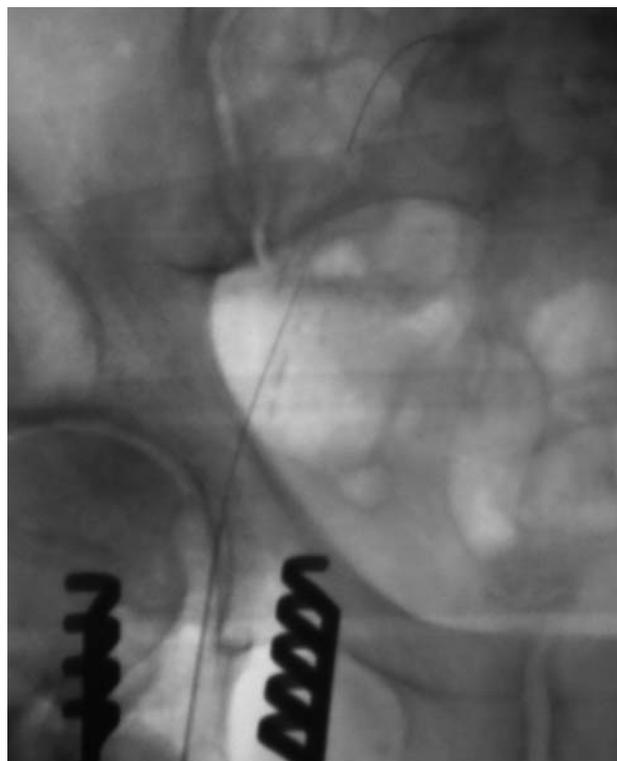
Прохождение поражения проводником под рентгеноскопическим контролем.
